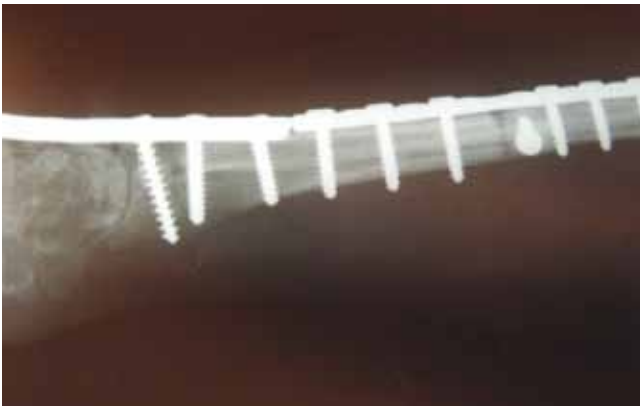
Radiografía lateral. Evolución postoperatoria de 7 meses.
